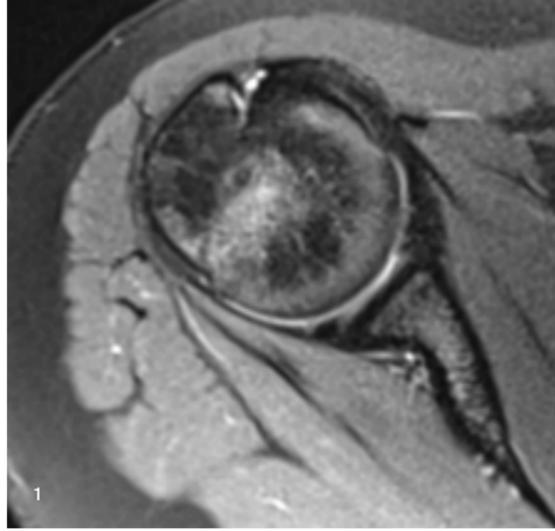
Keine strukturellen Schäden am dorsalen Labrumkomplex im MRT-Befund nachweisbar
